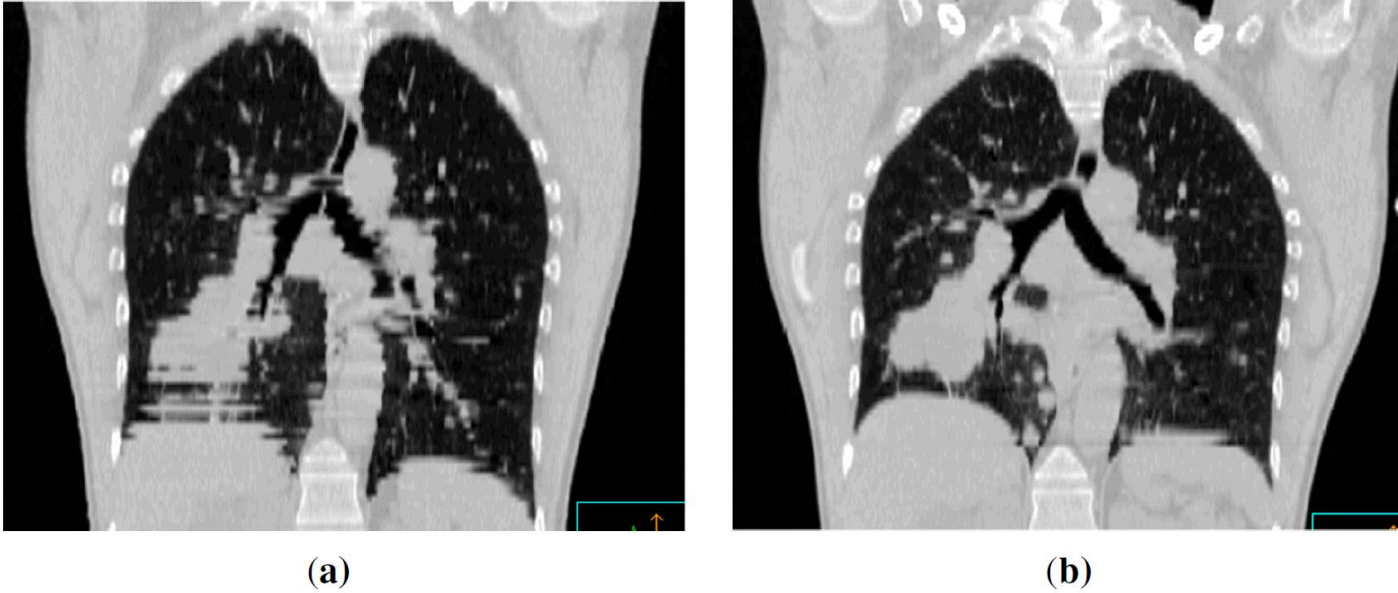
Coronal views of CT scans of the same patient taken during free breathing (FB) (a) and with respiratory-gated scanning at exhale (b). [Reproduced from reference 53: P. J. Keall, V. R. Kini, S. S. Vedam, and R. Mohan, "Potential radiotherapy improvements with respiratory gating," *Australas Phys Eng Sci Med* 25(1):1-6, Figure 1. © 2002, with permission from APESM.]
